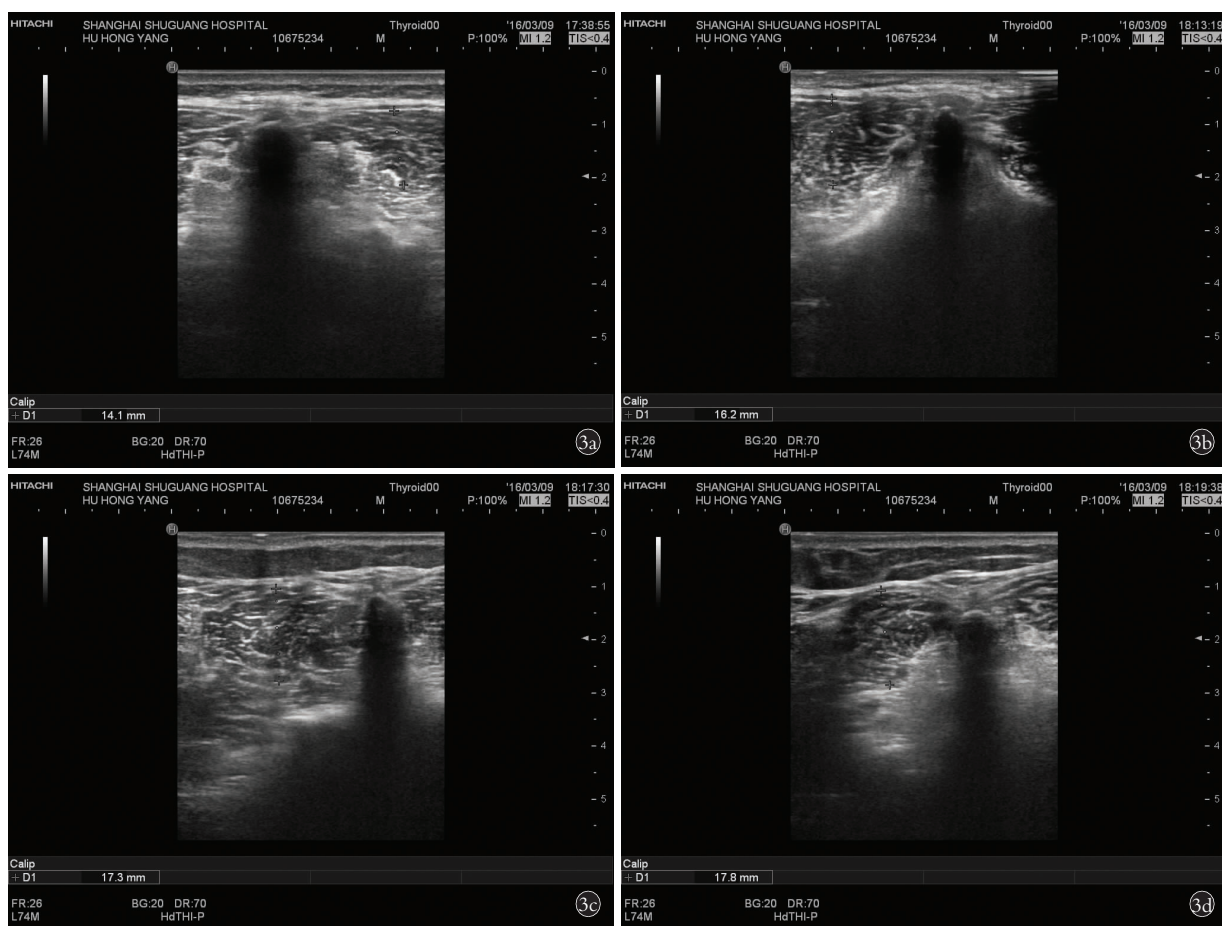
男, 27 岁, BMI 指数 18.4 kg/m², 强筋功法时腰骶部多裂肌超声图像 3a. 仰卧抬腿强筋功法抬腿 0° 时, 多裂肌厚度 14.1 mm 3b. 仰卧抬腿强筋功法抬腿 30° 时, 多裂肌厚度 16.2 mm 3c. 仰卧抬腿强筋功法抬腿 60° 时, 多裂肌厚度 17.3 mm 3d. 仰卧抬腿强筋功法抬腿 90° 时, 多裂肌厚度 17.8 mm
